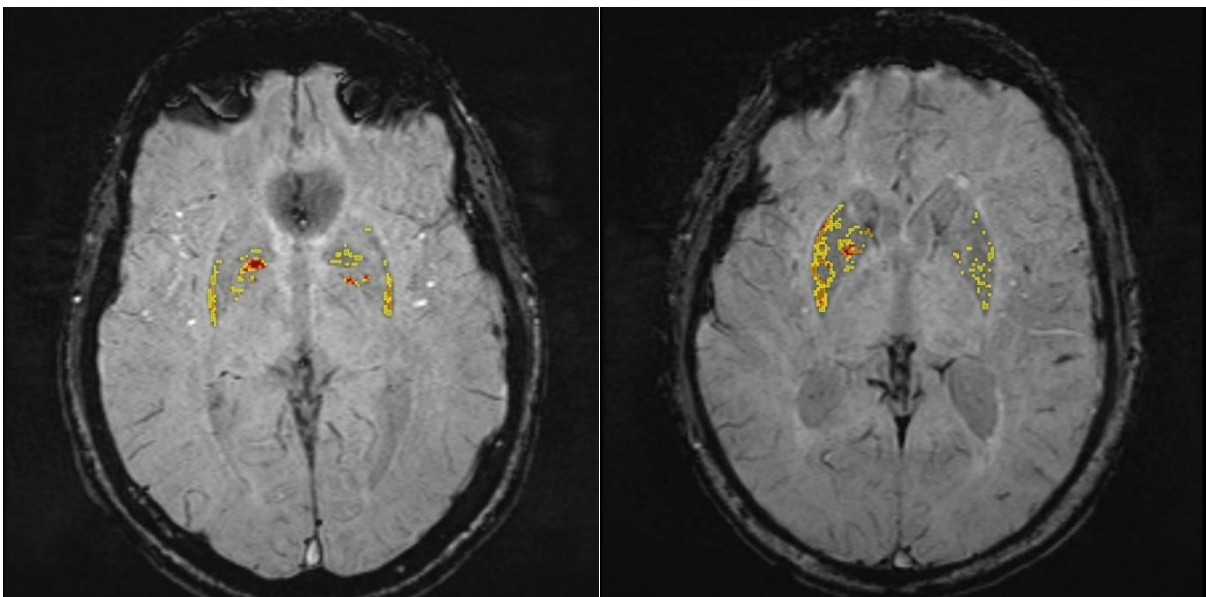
Досліджувані ділянки на SWI МРТ знімках у пацієнтів одного віку із різним ступенем мінералізації підкіркових ядер
